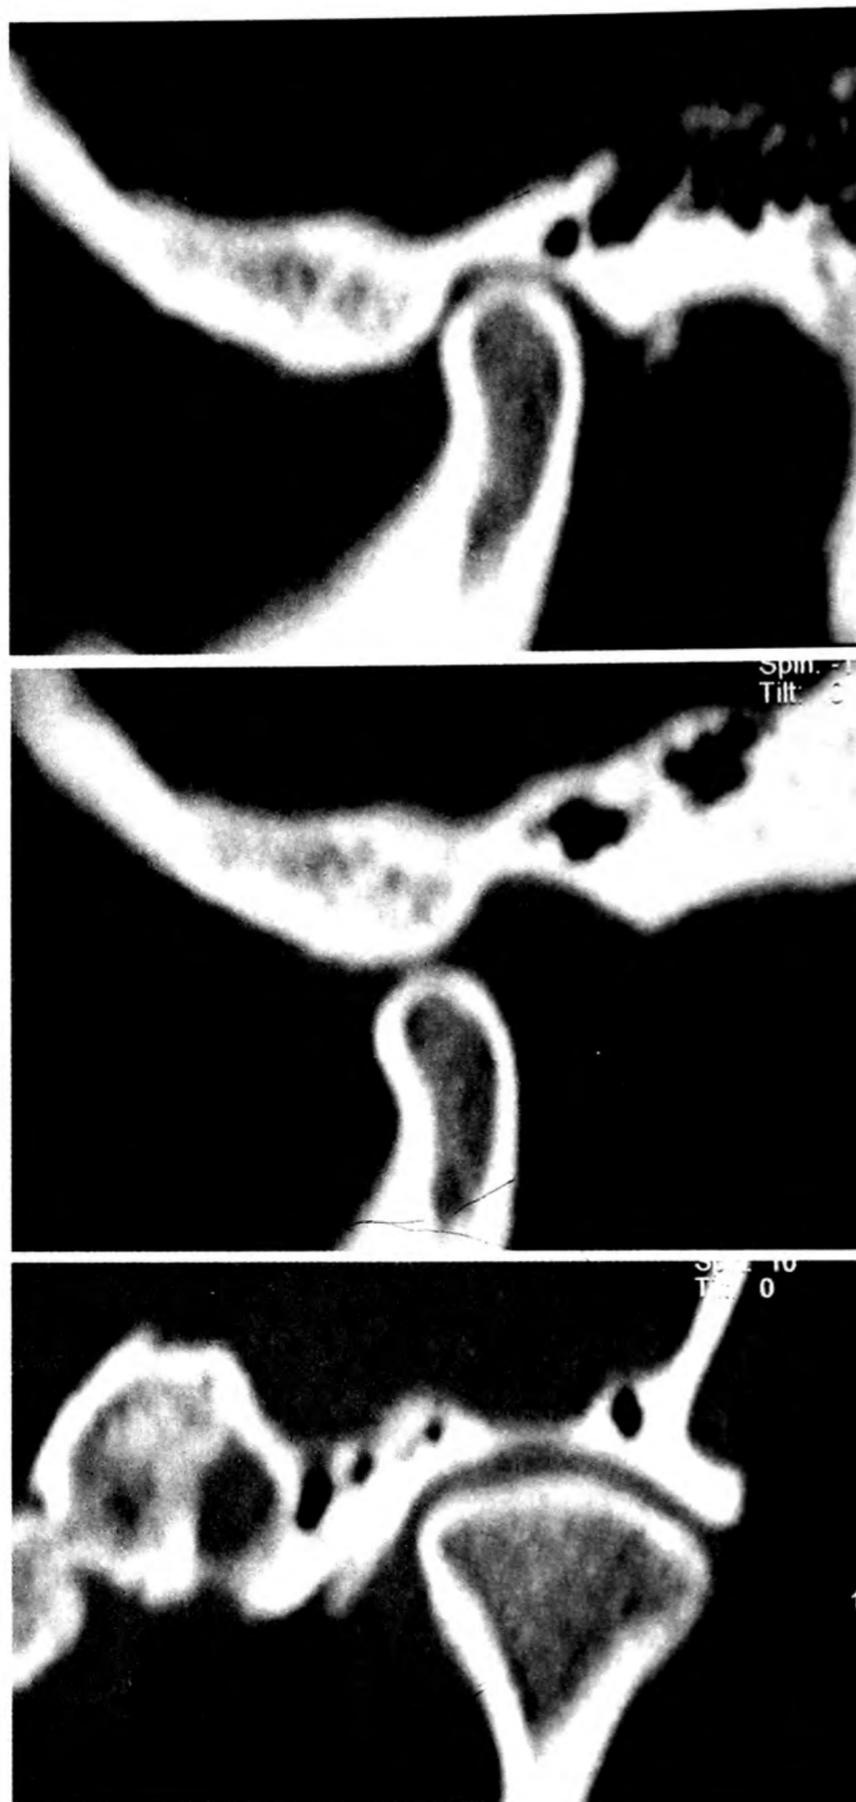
TC de Articulación Témporomandibular izquierda, en paciente mujer de 35 años de edad, sin hallazgos patológicos.
